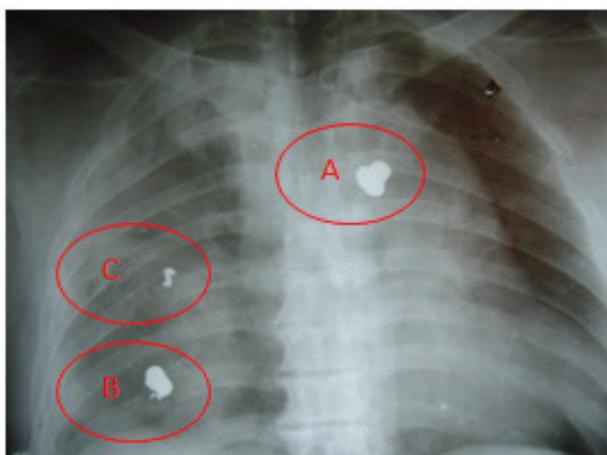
Radiografia de tórax em AP feito em sistema convencional tela/écran. Projéteis visualizados com maior nitidez em A e B, é possível ver fratura de arcos costais com fragmento em C. Fonte: Arquivo IML/BH.
